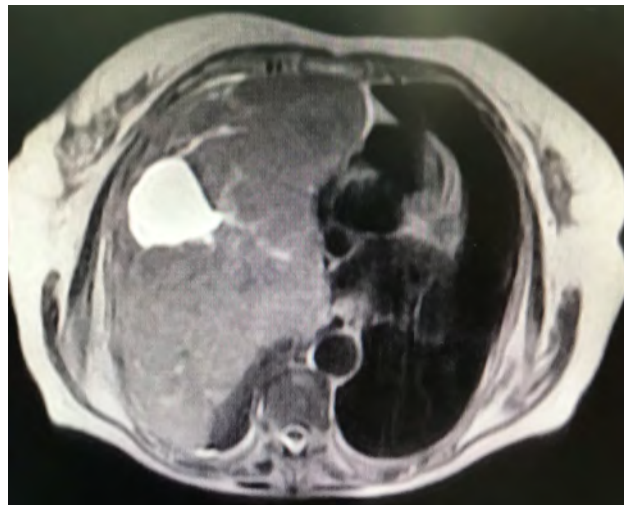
Resonancia magnética, corte axial, T2, la cual muestra tumor, con áreas quísticas en su interior, que comprime sin infiltrar tejidos adyacentes.
